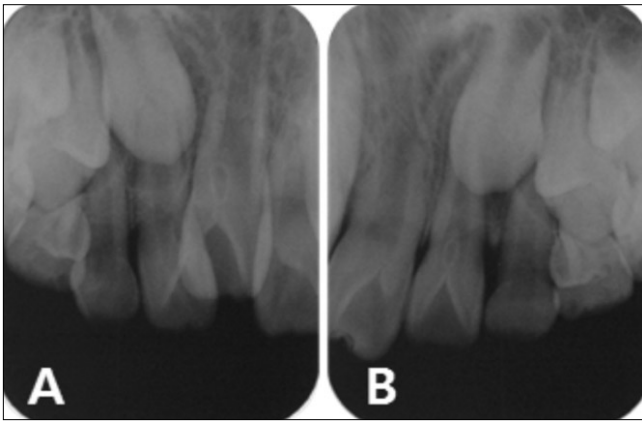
Periapical radiographs at 3 months later observation.
